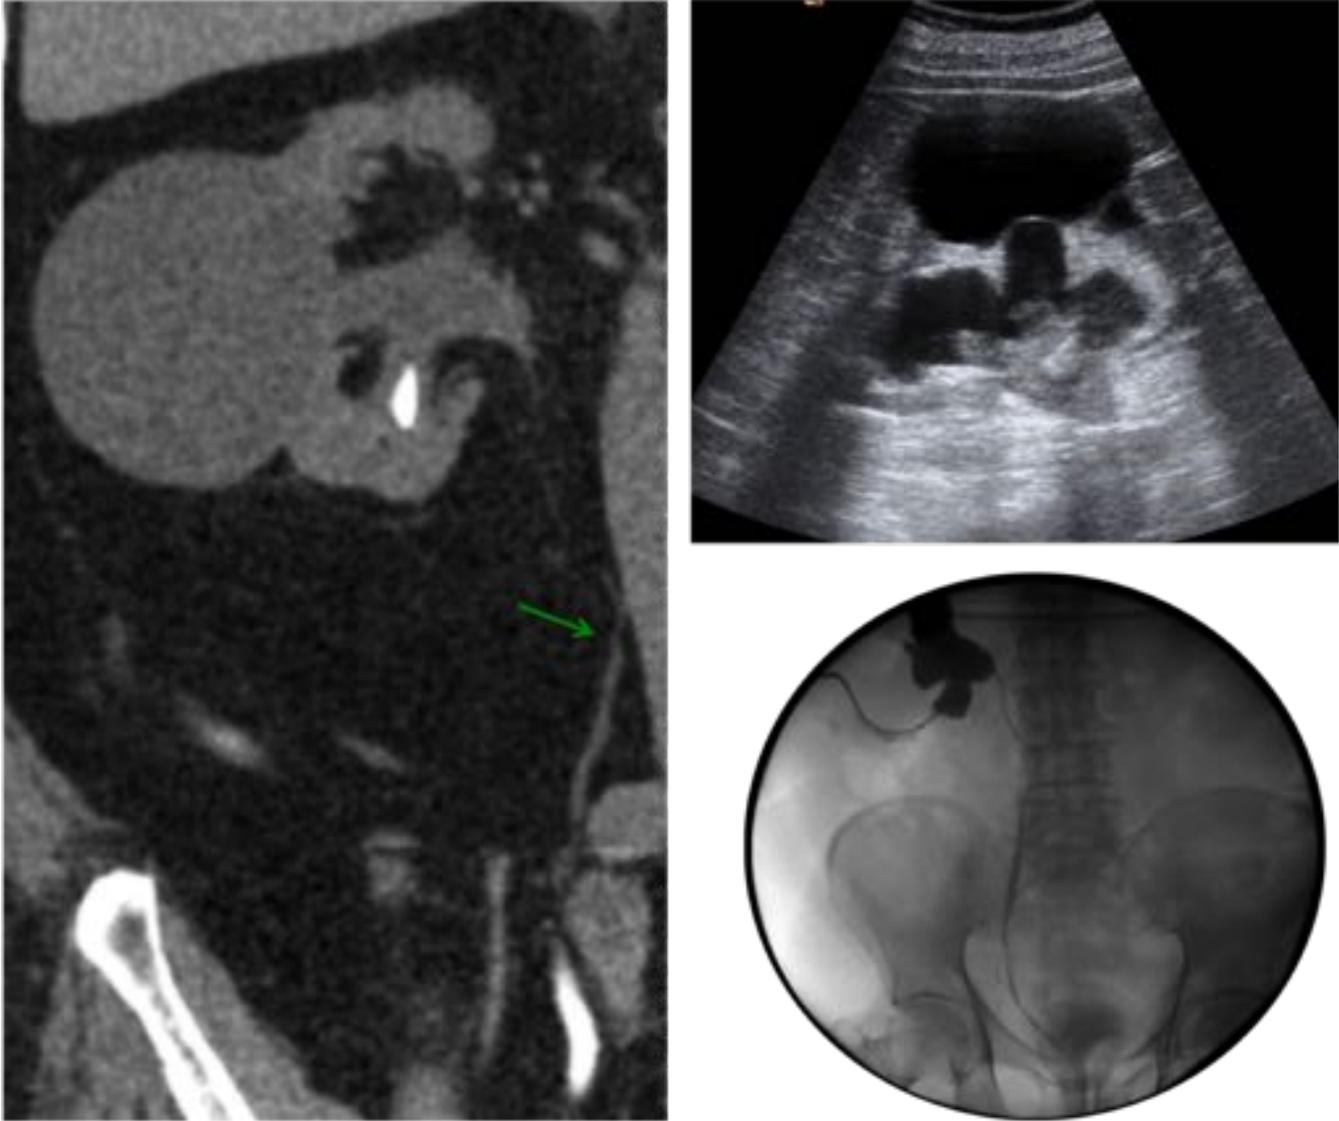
Se observa material ecogénico (debris) en el interior del sistema colector con dilatación retrógrada del sistema pielocalcial. Arriba, se observa un quiste cortical simple con contenido anecogénico. Observar la correlación con la TC sin contraste donde se objetiva la dilatación obstructiva del sistema colector del tracto superior, quiste simple cortical, litiasis en polo inferior renal y uréter filiforme. Abajo - derecha: imagen por escopia de nefrostomía terapéutica.
